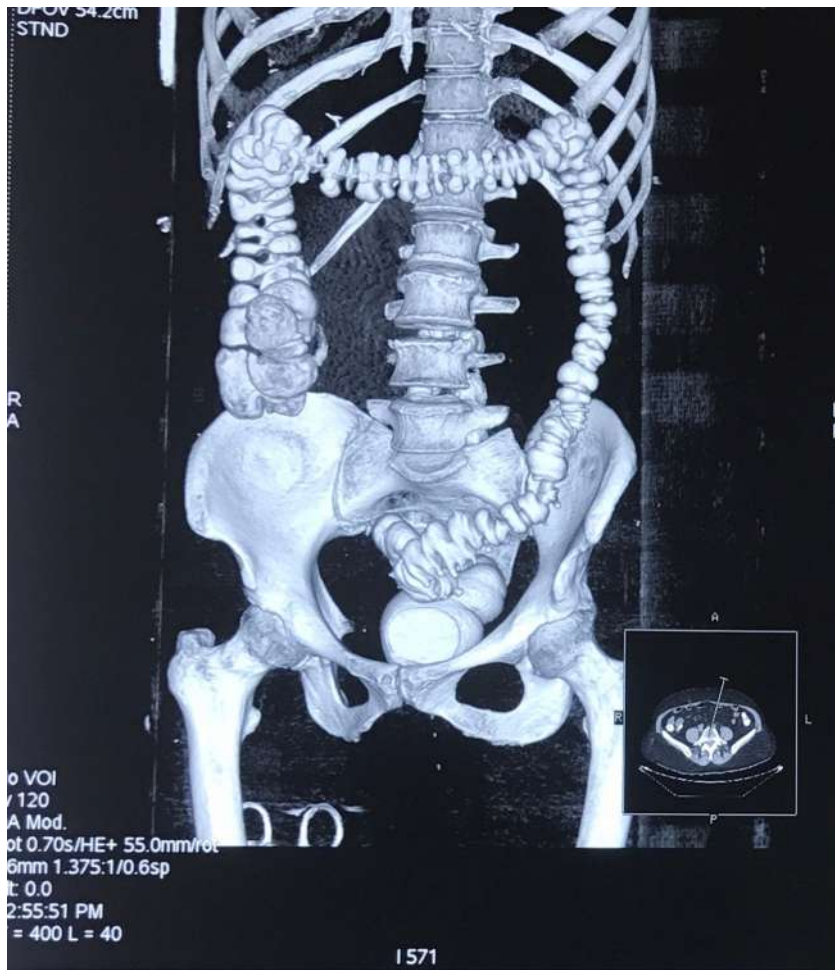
Компьютерная томография с контрастированием толстой кишки под контролем внутрипросветного давления при остром дивертикулите. Таким образом, использование предлагаемого способа
